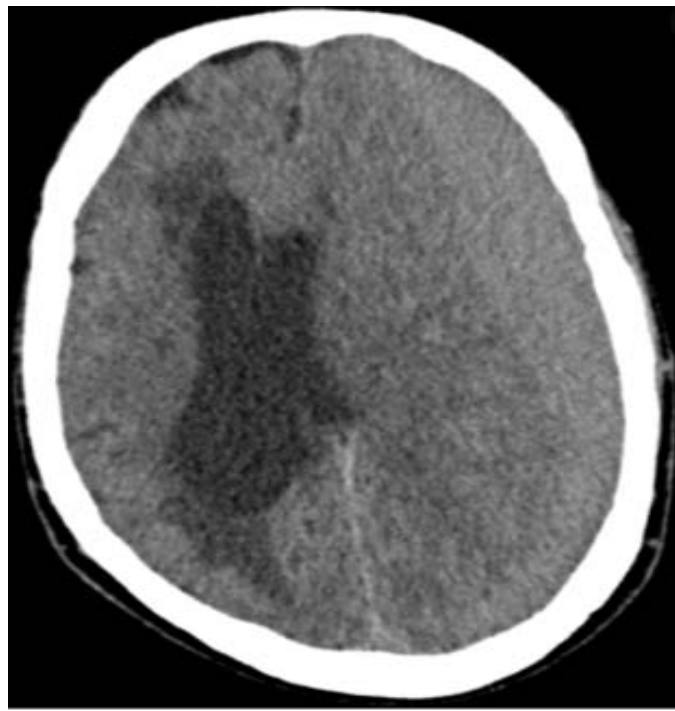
TDM cérébrale sans injection de PDC, fenêtré parenchymateuse en coupe axiale montrant un HSDC gauche isodense exerçant un important effet de masse sur le système ventriculaire et les structures médianes avec engagement sous falcorniel. [253]
